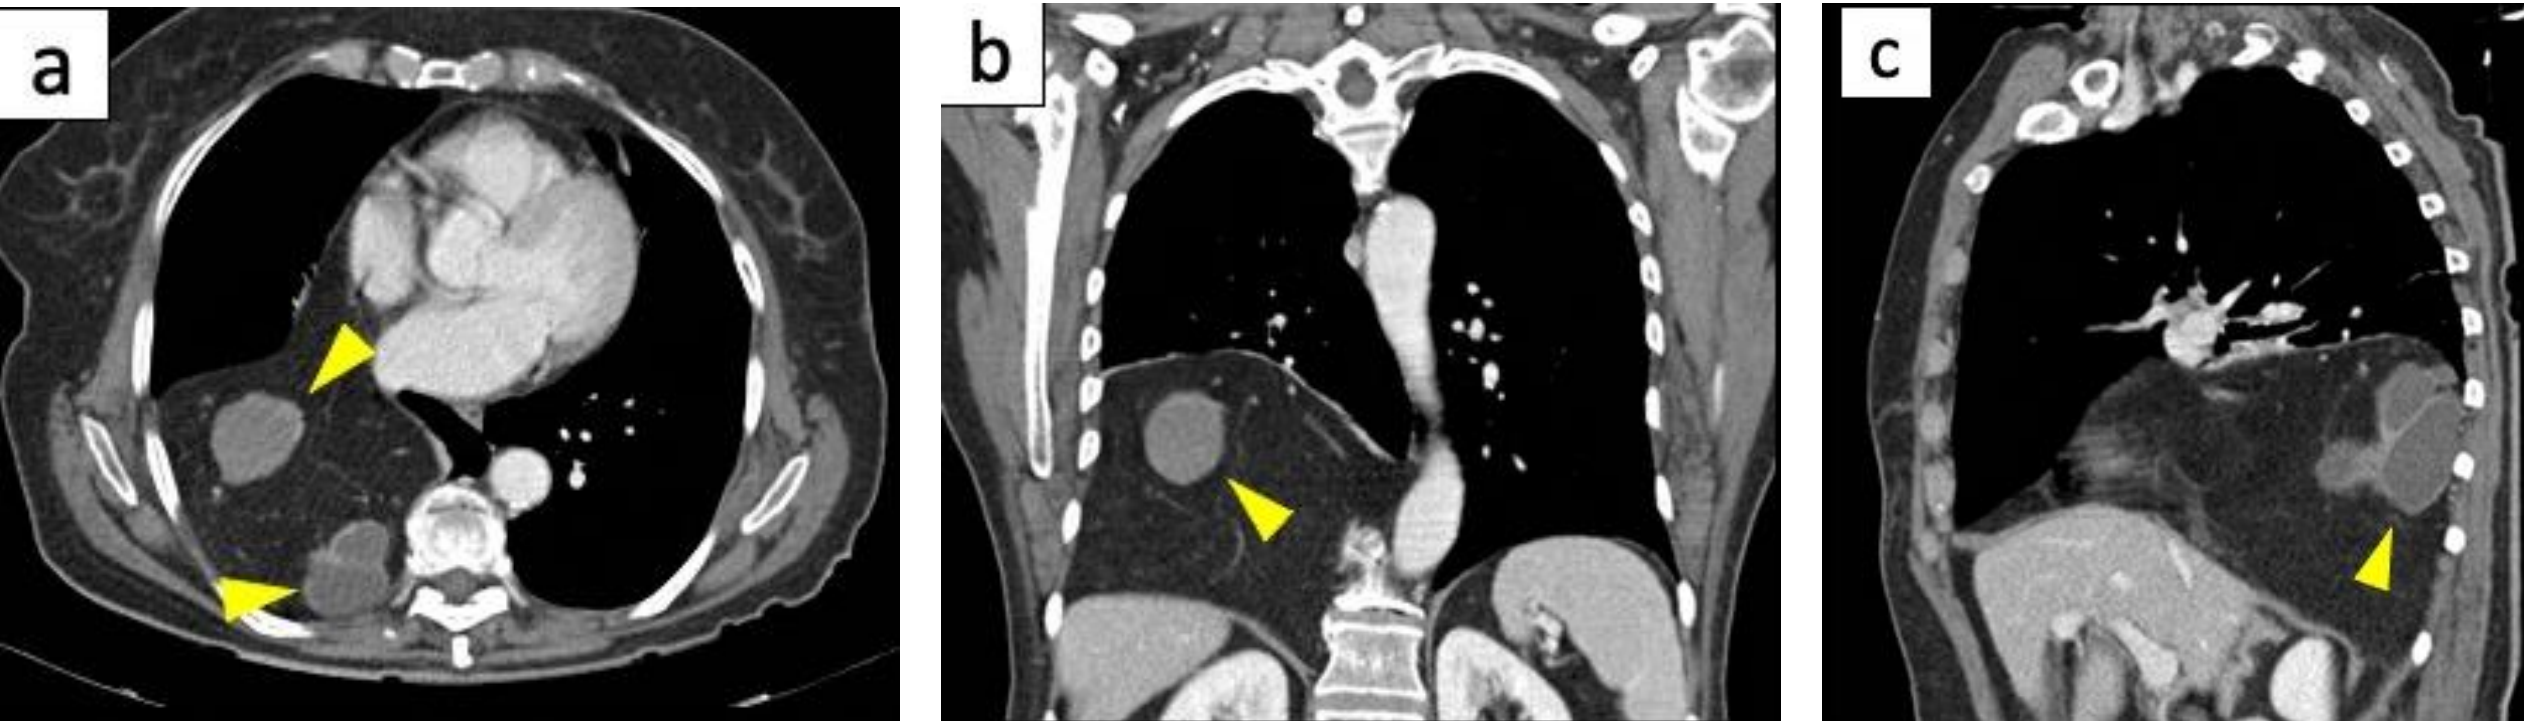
Imágenes axiales (a), coroneales (b) y sagital (c) de TC con CIV que muestran una masa pleural basal derecha que afecta la pleura mediastínica y está limitada caudalmente por el hemidiafragma derecho. Presenta una densidad heterogénea, predominantemente grasa, con áreas de densidad de tejidos blandos y nódulos quísticos dentro de la lesión (puntas de flecha). Estos hallazgos son compatibles con un liposarcoma pleural.
